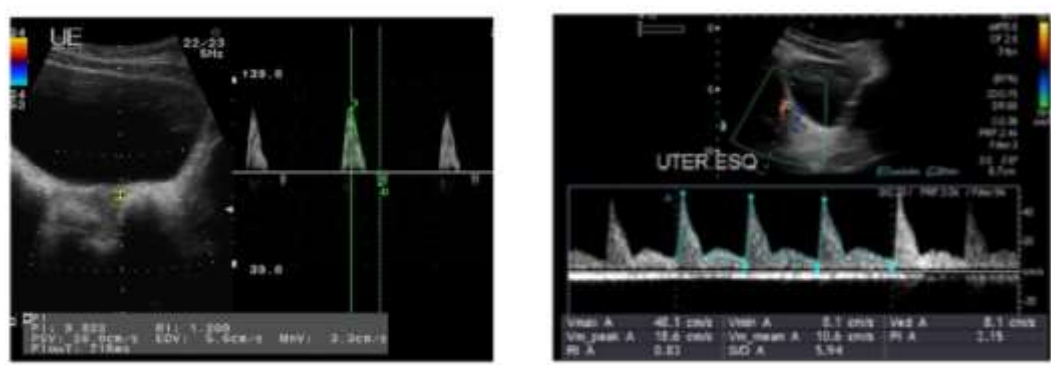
Padrões de Doppler de artérias uterinas: menina pré-púbere (esquerda) e menina púbere (direita). *Adaptado de Cheuiche AV et al. Eur J Pediatr. 2021;180(10):3073-3087. (3)*
